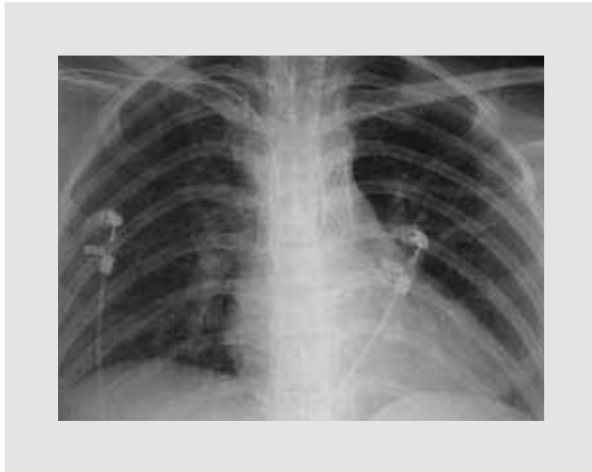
Radiografía de tórax, en donde se aprecia cardiomegalia con hipertrofia de ventrículo izquierdo.
